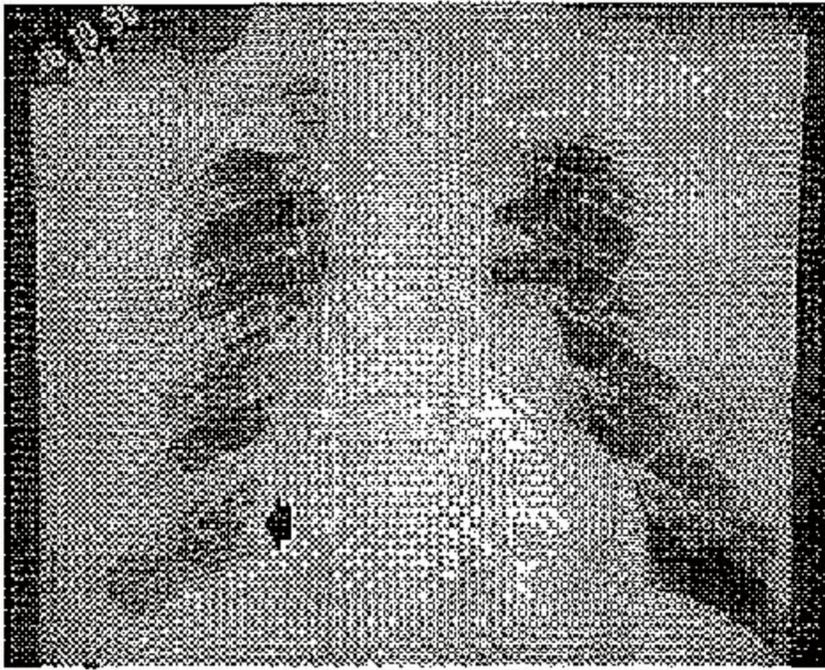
Radiografia do tórax em PA evidenciando infiltrado intersticial muito discreto nas bases e alteração do contorno cardíaco direito por atelectasia (seta).
